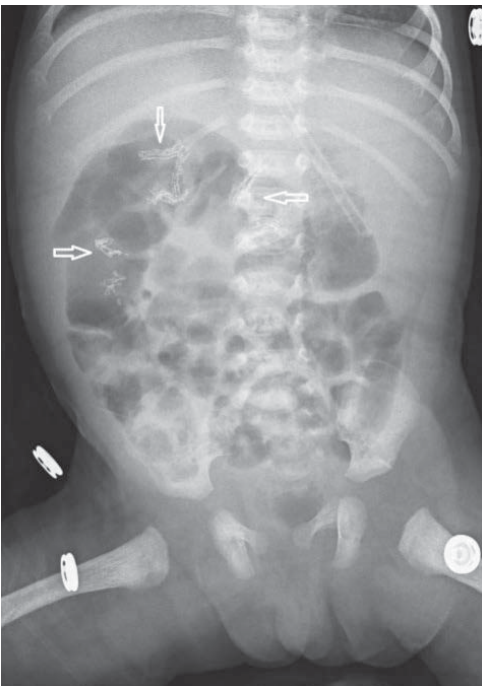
Оглядова рентгенографія органів черевної порожнини *дитини К.* за 15 днів після подовження та звуження голодної кишки методом STEP (стрілками вказано на «степлерні лінії»)
